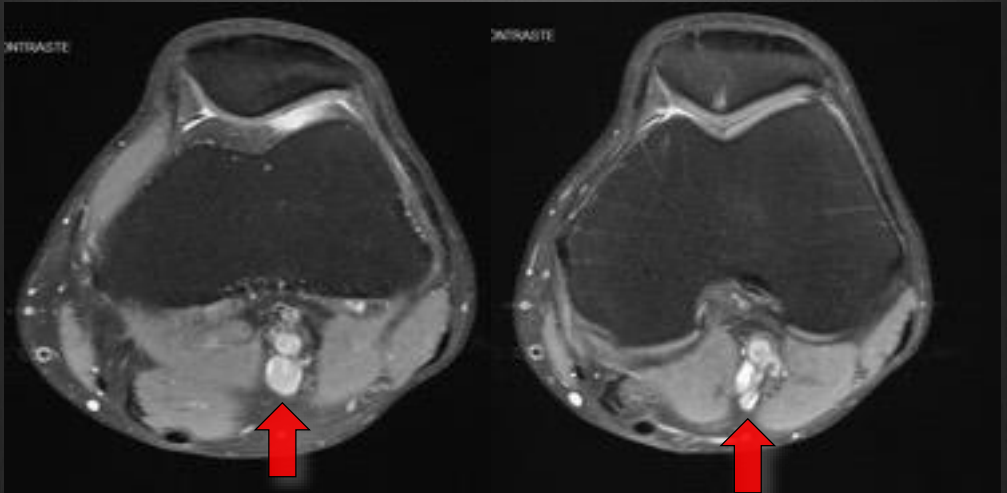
quiste adventicial de la arteria poplítea. Resonancia Magnética de rodilla izquierda del paciente donde se evidencia en proyección de la arteria poplitea una imagen hiperintensa en secuencias STIR (flecha roja) de 65 mm de diámetro compatible con quiste adventicial de la arteria poplítea, que luego se confirmó en la cirugía.
